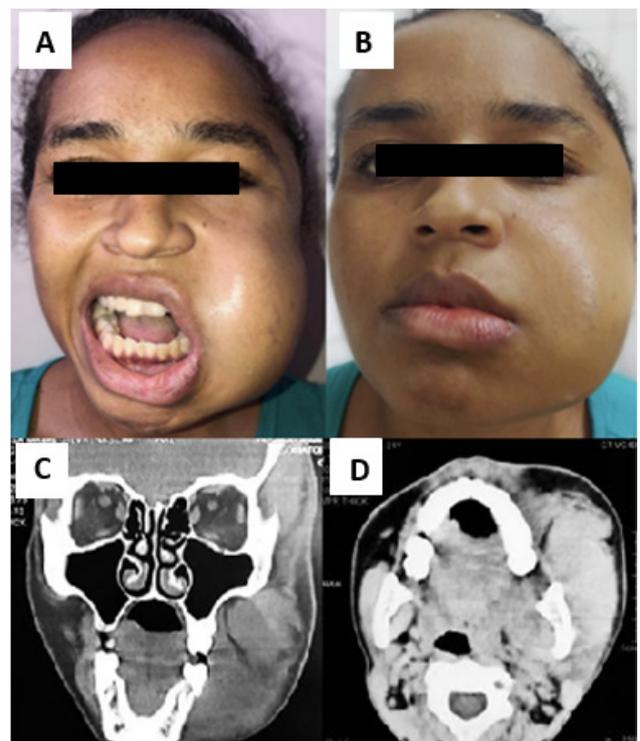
Aspecto clínico do tumor após 20 dias de internamento. A - Trismo severo. A, B - Aumento de volume de progressão expressiva em toda hemiface esquerda. C e D - Tomografia computadorizada de face em cortes coronal e axial respectivamente após 20 dias de internamento, observa-se lesão homogênea de caráter infiltrativo envolvendo músculos temporal, masseter e pterigóideo esquerdos, com obliteração da fossa infratemporal, pterigopalatina e do espaço mastigador ipsilateral.
